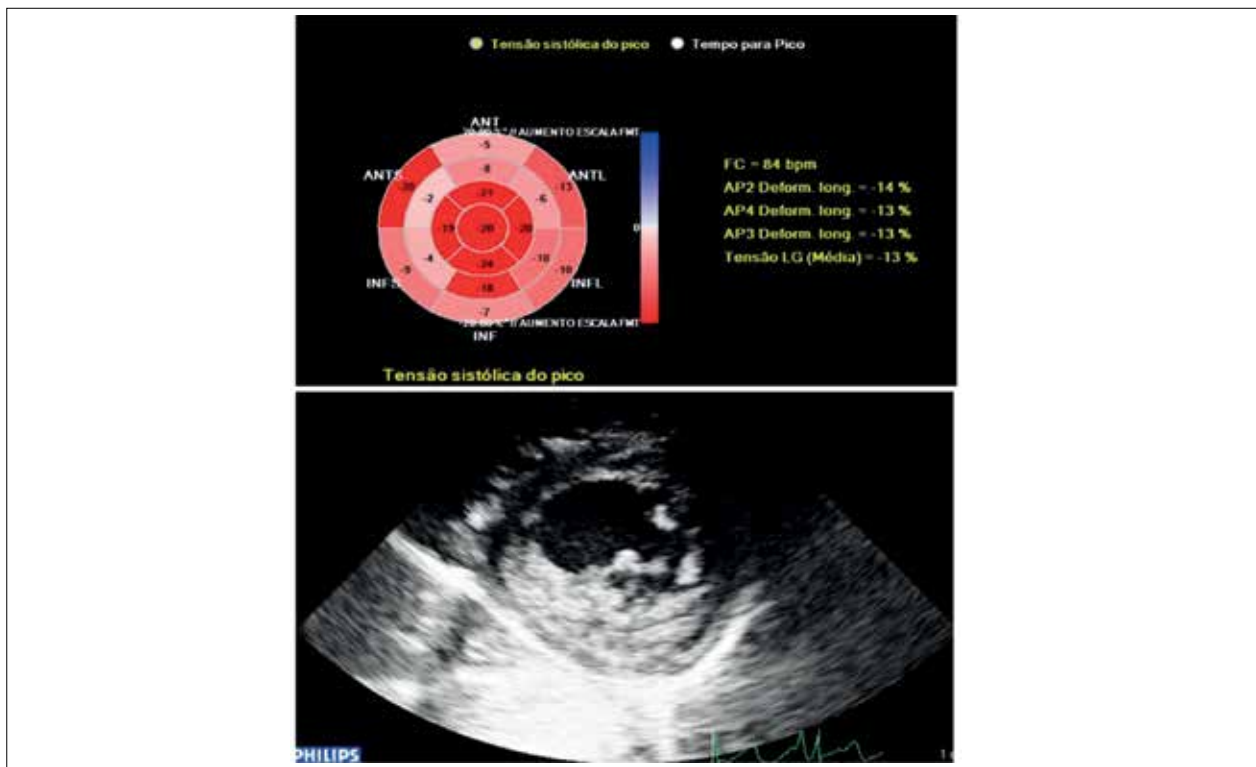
Mapa Bull's eye mostrando a presença de apical sparing. Ecocardiograma com trabeculações ventriculares em paredes infero e anterolateral médio e apical lateral.
